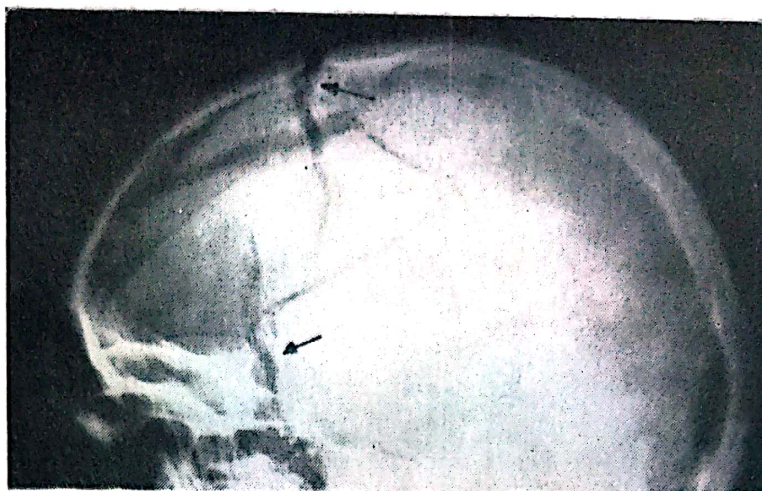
E — Radiografie de craniu, profil drept. Fractură-disjuncție coronară și zonă de fractură cominutivă fronto-parietală iradiată la baza craniului
